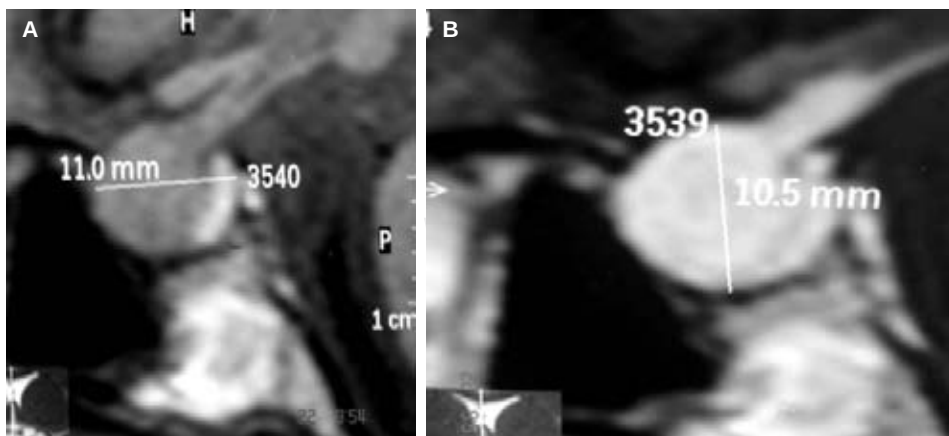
Resonancia magnética nuclear de la hipófisis. A) Fase T1 simple. Se observa glándula hipofisiaria de mayores dimensiones (15 mm x 11 mm x 10.5 mm), sin lesiones focales, tallo hipofisiario de 4 mm de grosor y quiasma óptico libre. B) Fase contrastada con gadolinio. Muestra reforzamiento homogéneo de la hipófisis.
